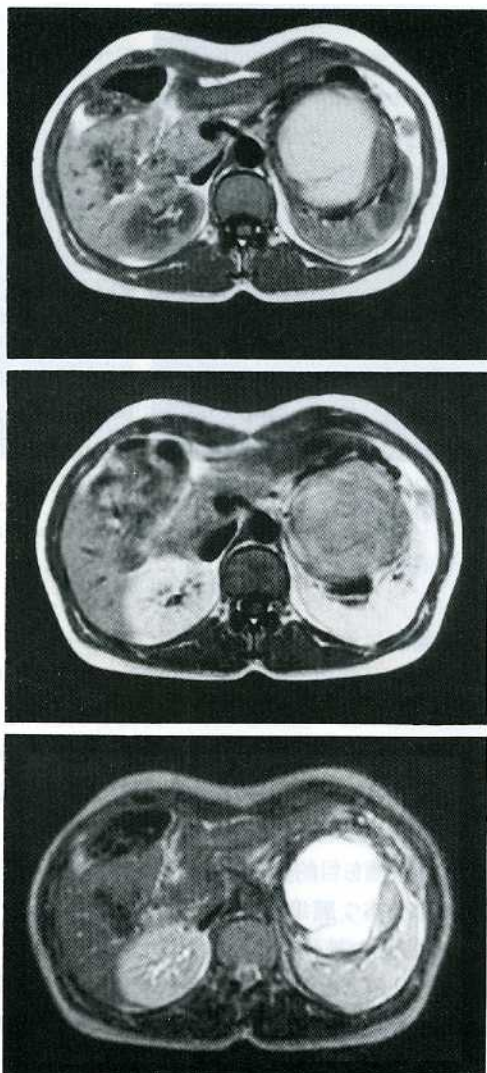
MRI reveals a renal cystic tumor without any enhancement effect, respectively.
